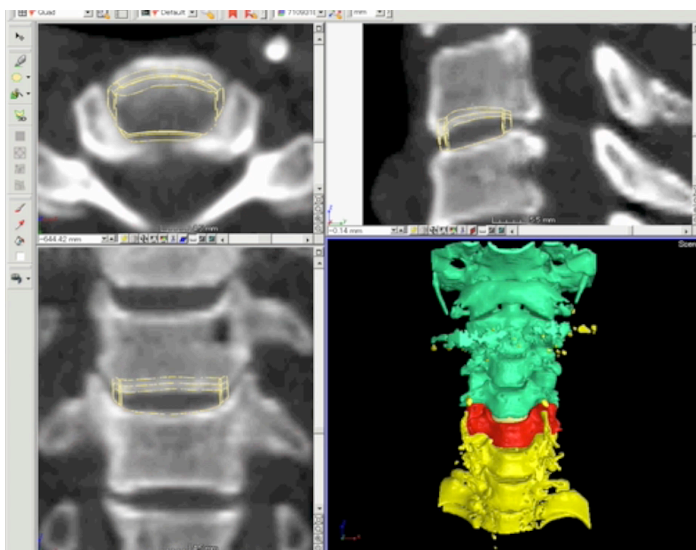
インプラントの最終デザインの適合性を CT 上で確認する。
